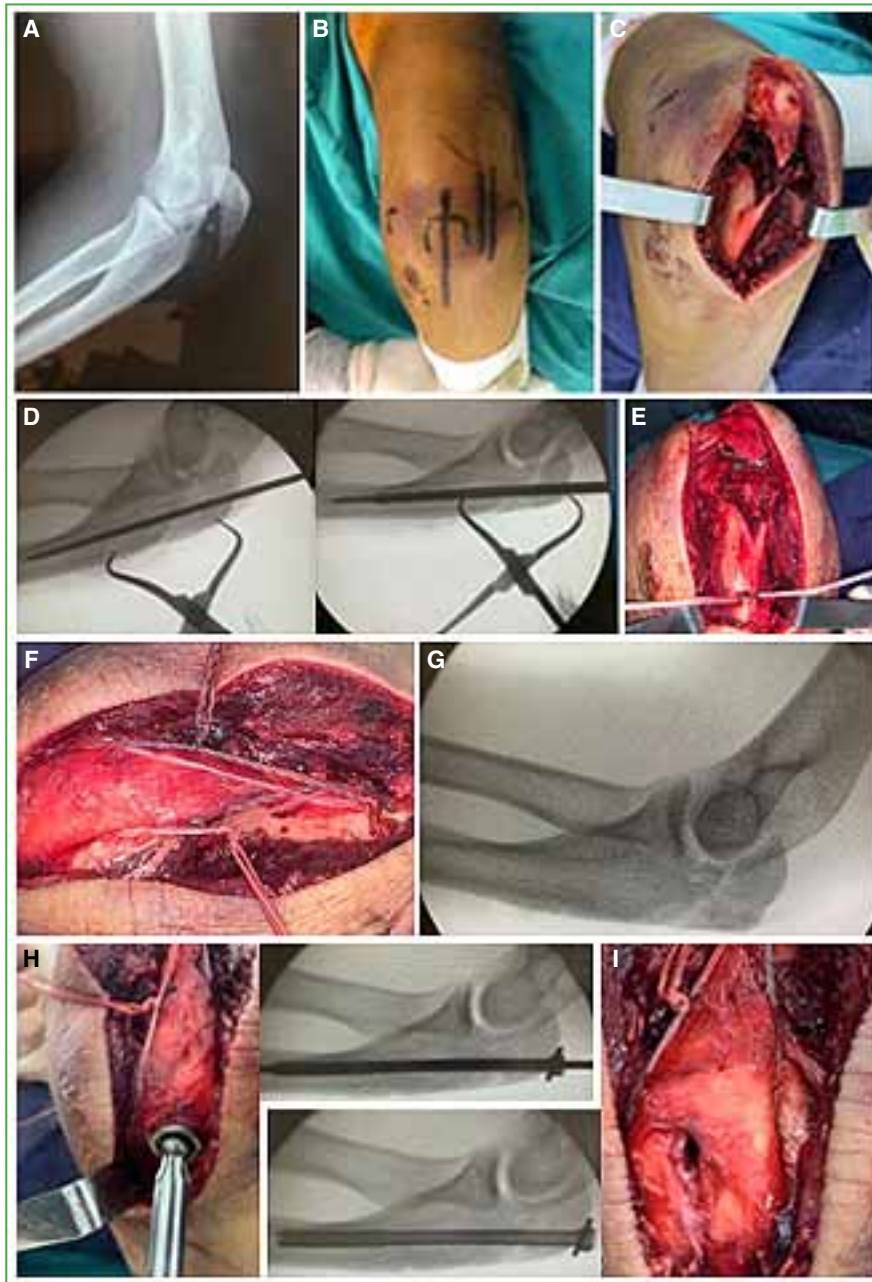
A. Radiografía de una fractura tipo IIA. B. Abordaje. C. Foco de fractura. D. Reducción y fresado endomedular. E. Orificio cortical posterior para las suturas. F. Sutura en 8. G. Reducción con sutura en 8. H. Colocación del tornillo canulado. I. Reducción definitiva.
